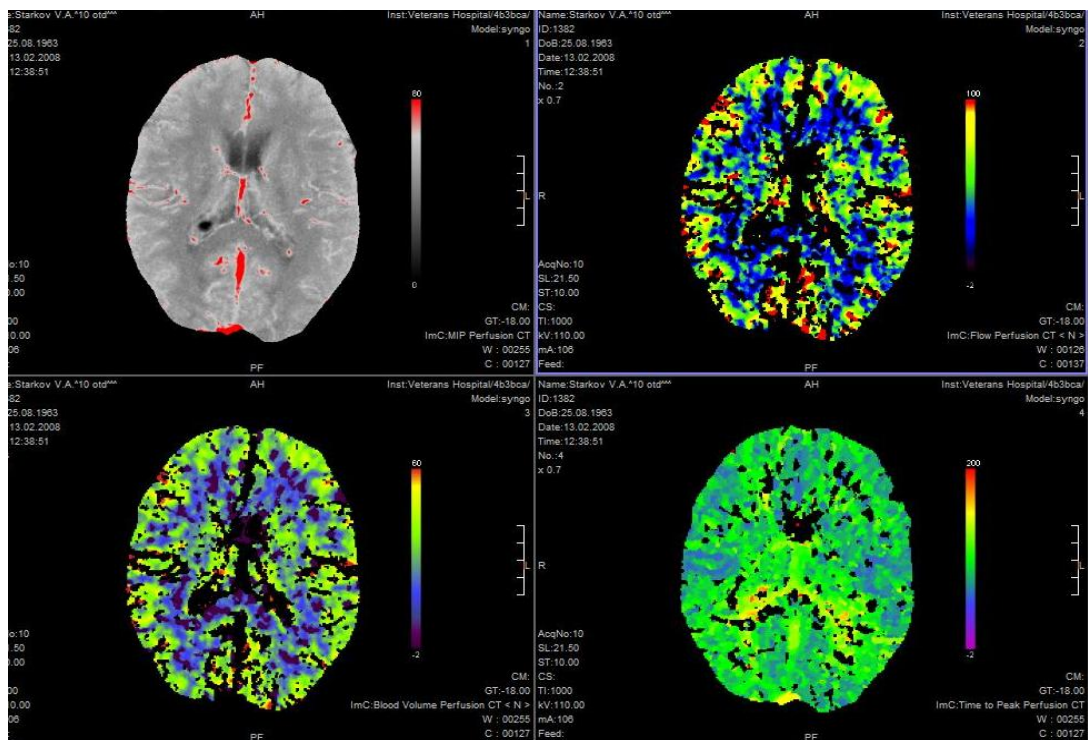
В окнах видны различные показатели КТ перфузии, представленные в цветном изображении. Можно определить интересующий показатель в любой точке представленного среза.
